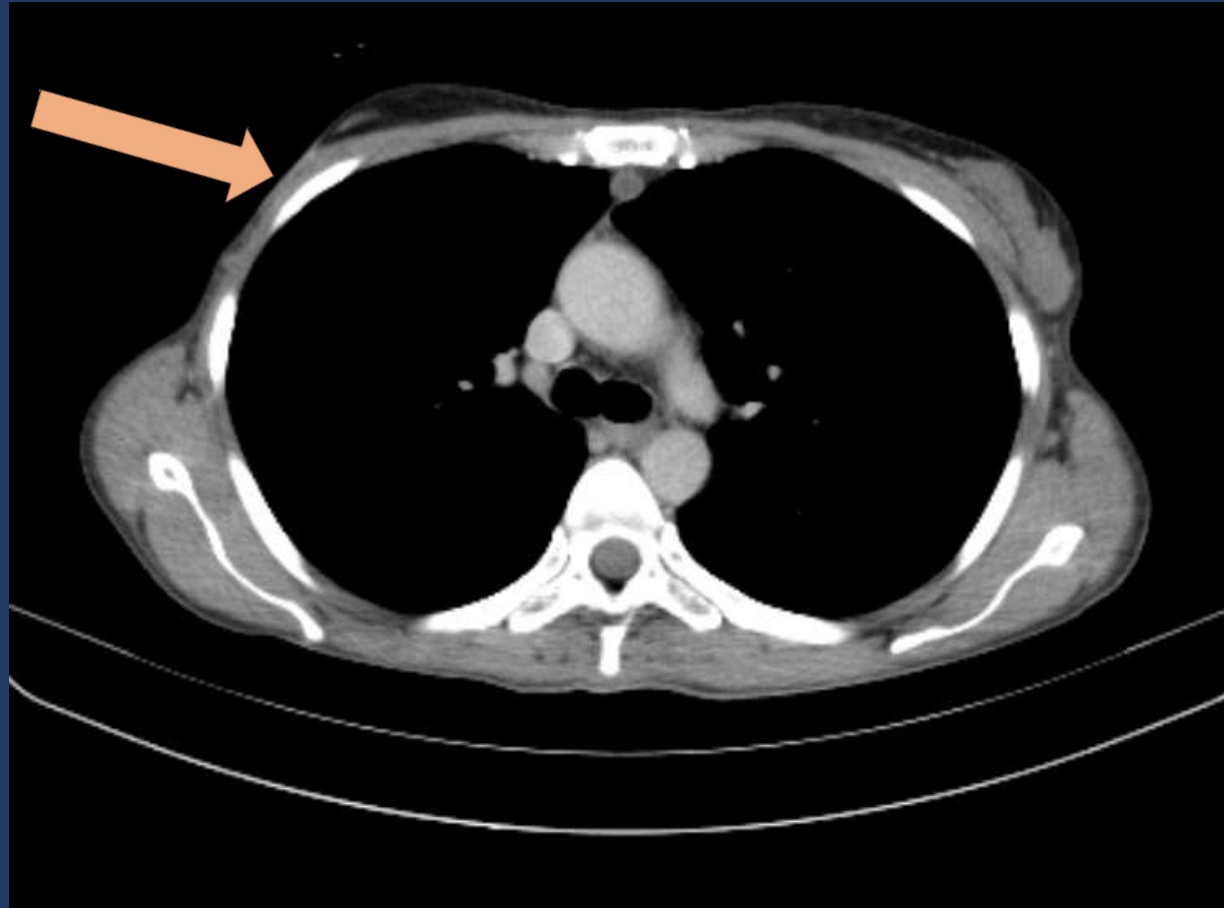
MASTECTOMÍA DERECHA: corte axial de TC de tórax donde se aprecia asimetría a expensas de escisión de la mama derecha (flecha)
